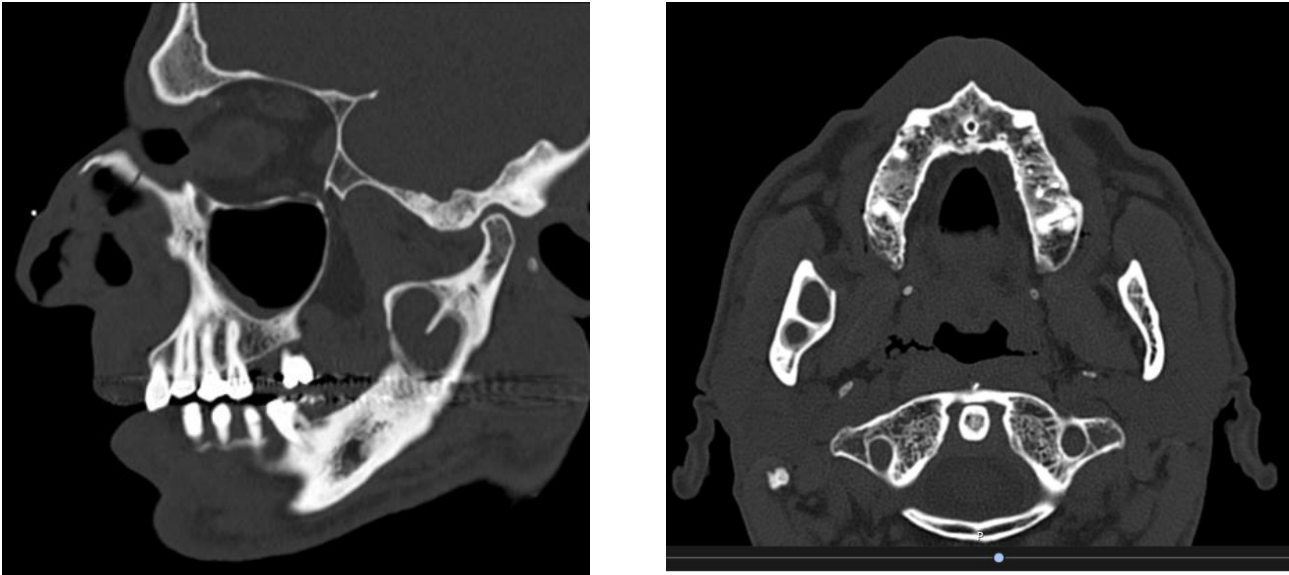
TC MF pré operatória que demonstra lesão multilocular do ramo ascendente da mandíbula direita.
